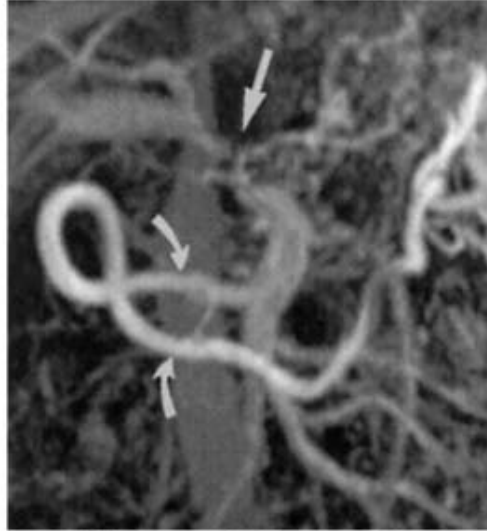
Angio-IRM, mettant en évidence une infiltration de la veine porte et la formation de collatérales. (132)
